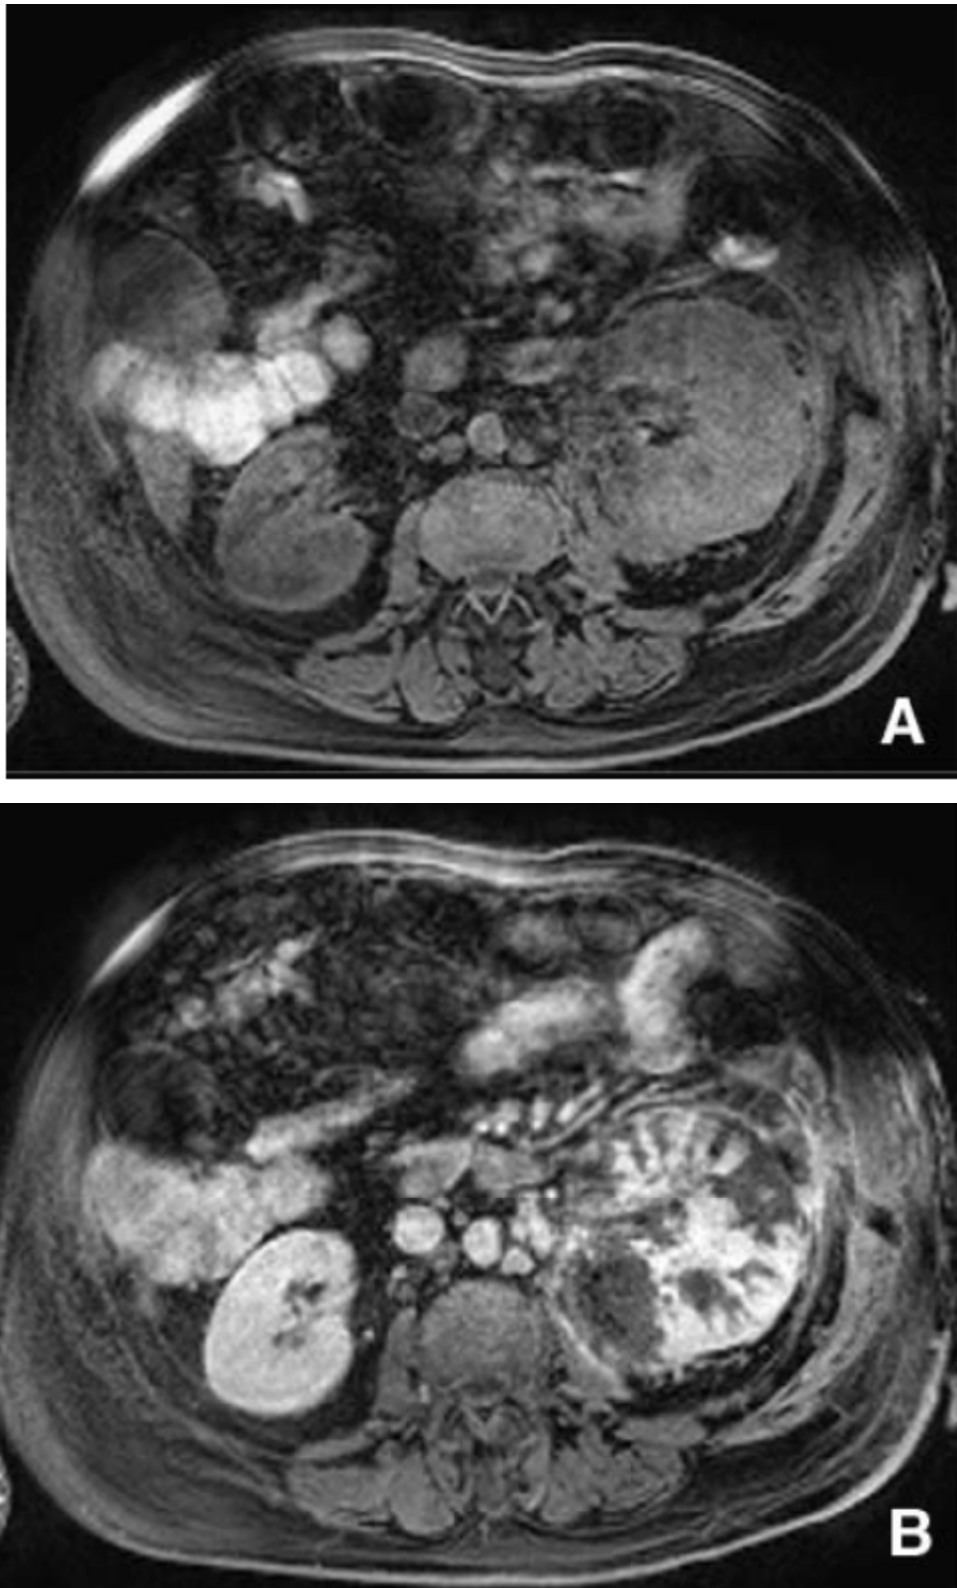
Aspect IRM d'une pyélonéphrite diffuse. Coupes axiales réalisées sans préparation (A) et après injection de gadolinium (B) : modifications majeures de la néphrographie avec très nombreux defects au temps tubulaire avec infiltration de la graisse périrénale et des fascias. [66]
